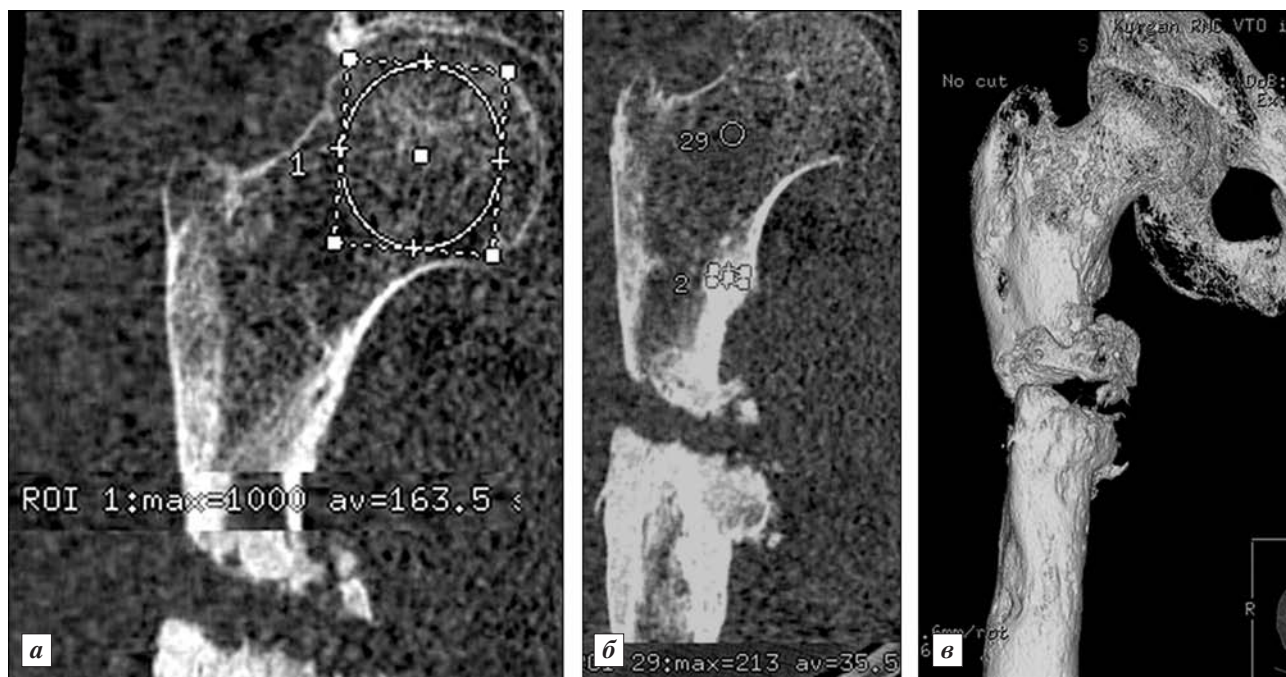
Мультисрезовая КТ больного С., 48 лет.
